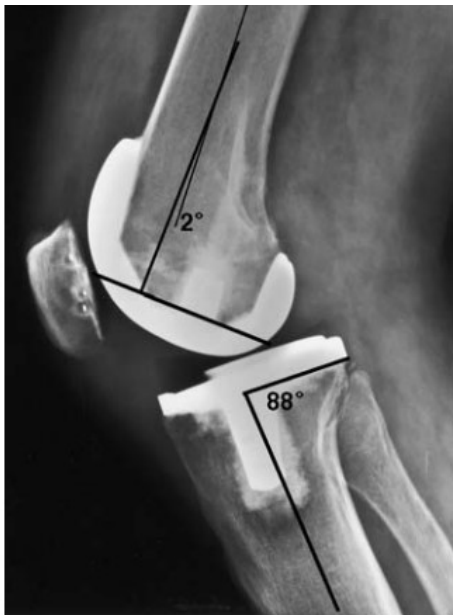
Postoperative Röntgenaufnahme einer KTEP von seitlich mit Beurteilung der Ausrichtung von Femur- und Tibiakomponente (54)
